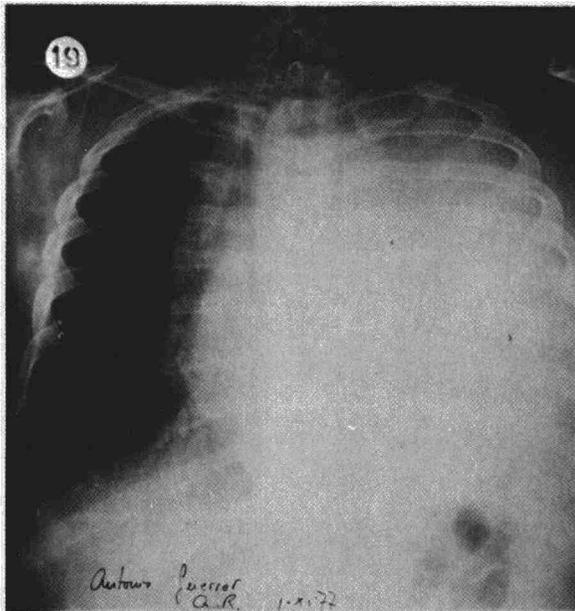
Radiografía PA de tórax. Opacificación uniforme de todo el hemitórax izquierdo con desviación traqueal hacia el lado opuesto.
